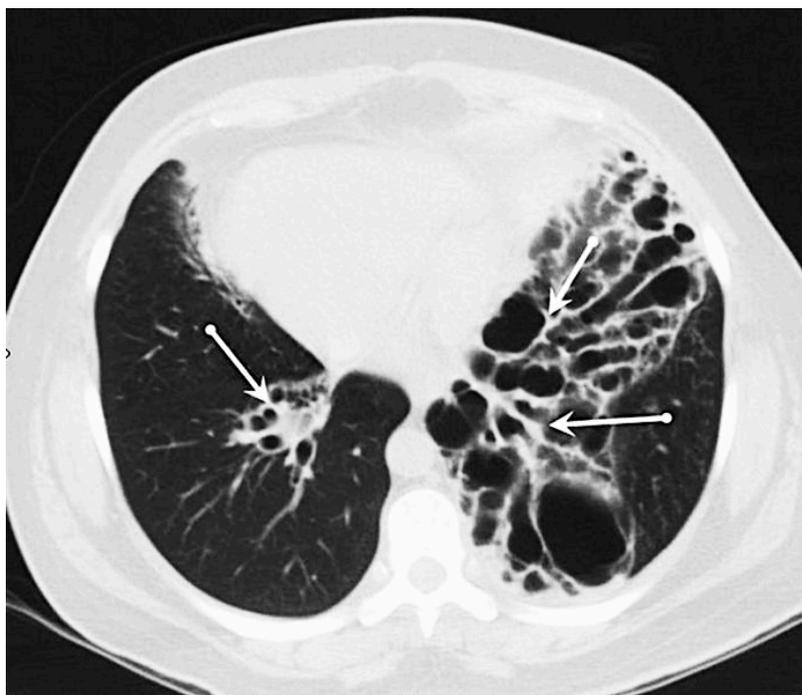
Tomografía de Alta Resolución donde se observan Bronquiectasias Varicosas.
